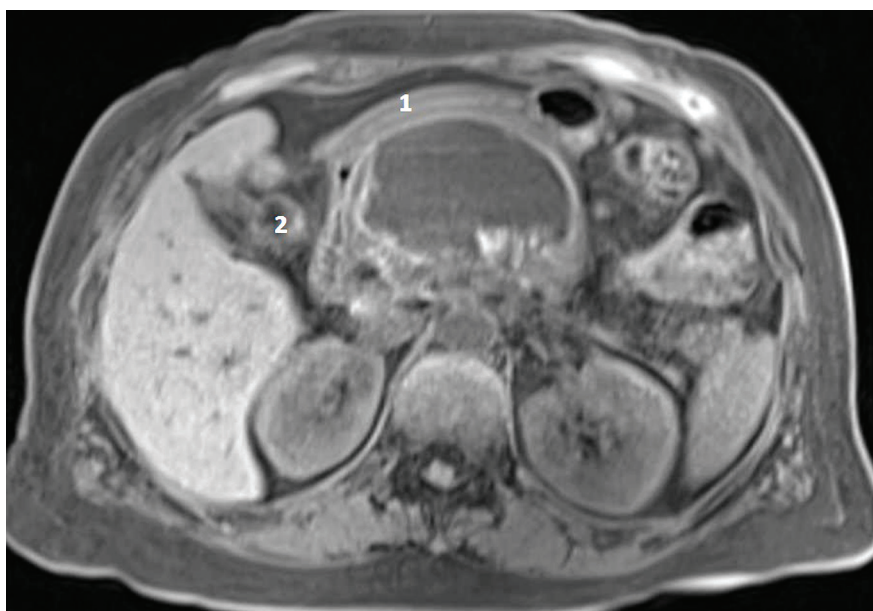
МРТ. Псевдокіста ПЗ з компресією шлунку (1) та ДПК (2)
